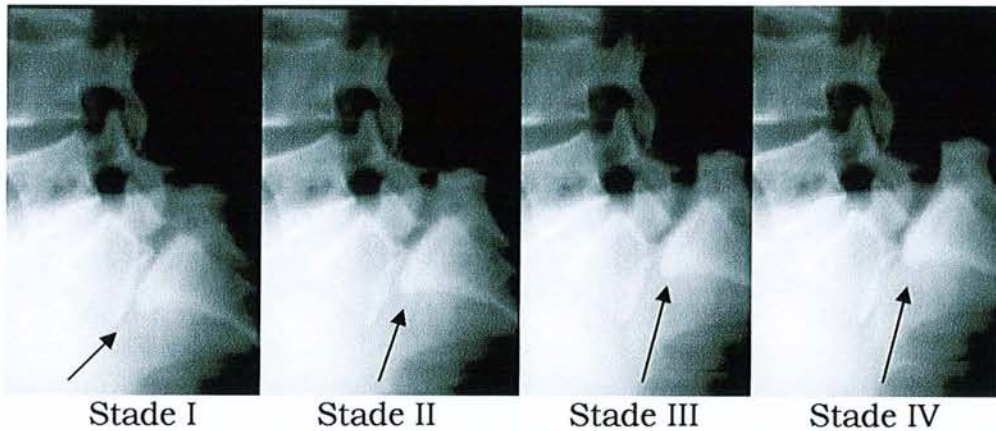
Radiographies de profil de spondylolisthésis de L5 sur S1. [130]
